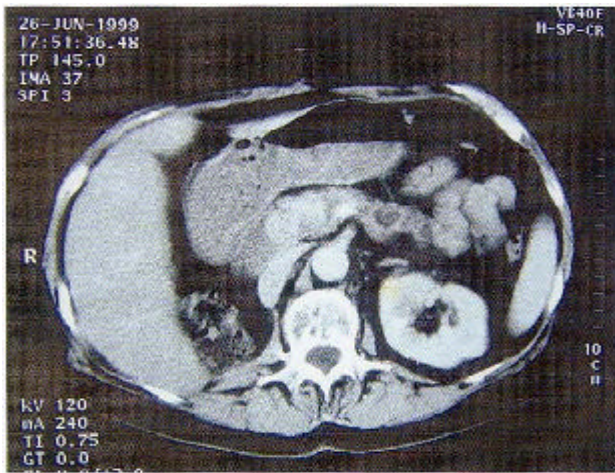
Tomografía Helicoidal, muestra imágenes quísticas en cuerpo de páncreas y tumoración sólida de 4 cm. entre cuervocola.
